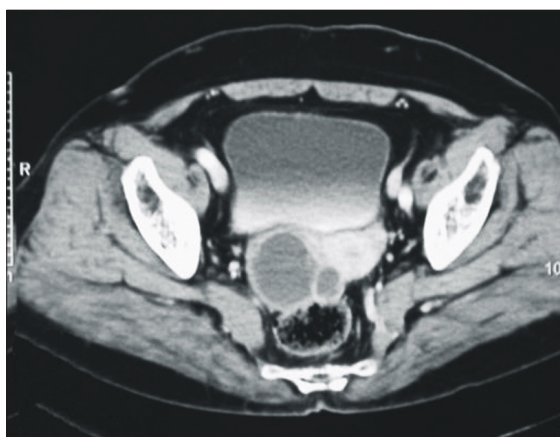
Pelvic CT showing 5×6 cm size well-defined multiseptated mass in the right ovarian portion.
